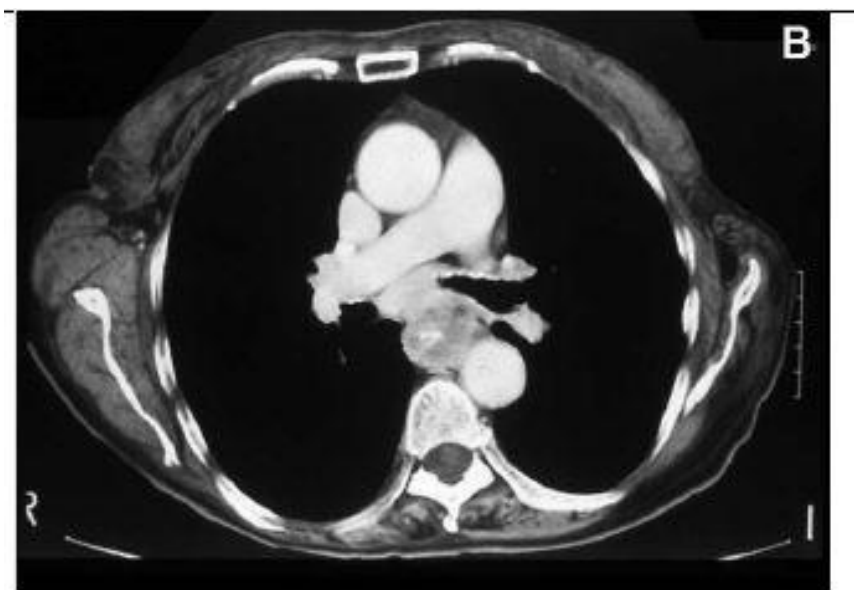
TDM montrant une tumeur du tiers moyen de l'œsophage [85].
